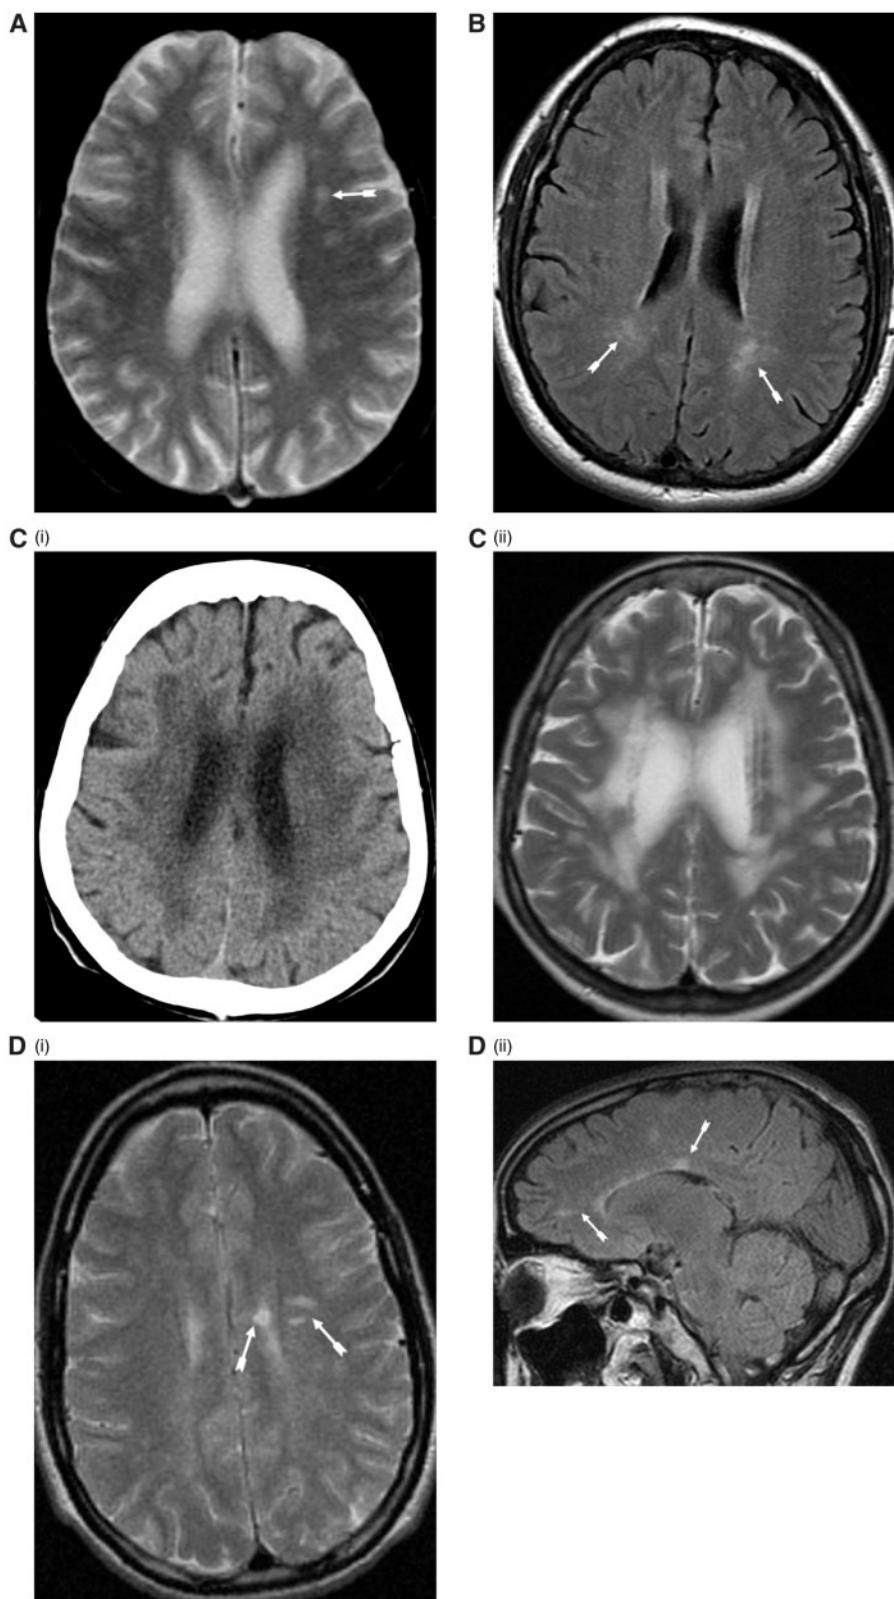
Different patterns of demyelinating cerebral lesions in patients with primary SS. (A) Focal multiple small lesions (arrow) seen on axial T2WI MRI (ARWMC score = 1). (B) Beginning confluence of lesions (arrows) on axial FLAIR MRI (ARWMC score = 2). [C(i and ii)] Diffuse involvement of the entire region (ARWMC score = 3), seen on axial unenhanced CT (i); on axial T2WI MRI (ii). [D(i and ii)] Inflammatory/demyelinating disease (MS-like disease) (arrows) seen on axial T2WI MRI (i); on sagittal FLAIR MRI.
